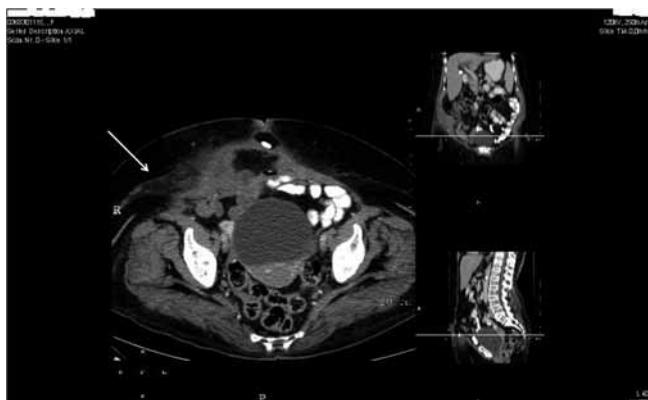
Tomografía computada en corte axial con medio de contraste vía oral e intravenoso donde se observa defecto de pared anterior de abdomen en región de músculos rectos con presencia de hernia umbilical con salida de mesenterio y asa intestinal. Se continúa observando imagen del absceso de pared y aumento de la densidad de la grasa mesentérica (cara anterior de flanco derecho).
